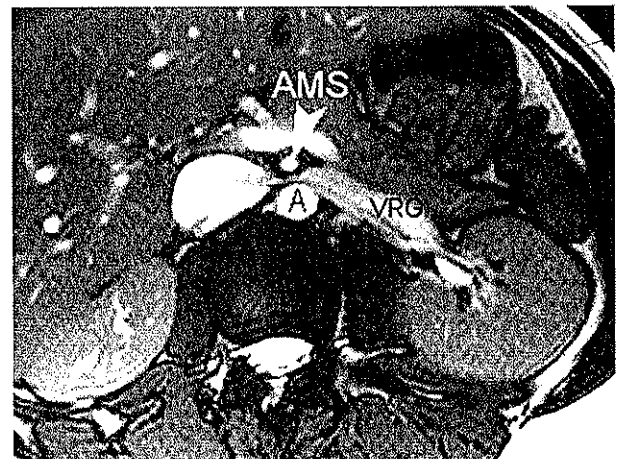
Une coupe axiale d'IRM montre un rein gauche morphologiquement normal, sans hétérogénéité parenchymateuse, ni hydro-néphrose. On peut voir la veine rénale gauche (VRG) dilatée avant son passage entre l'aorte (A) et mésentérique supérieure (AMS).
